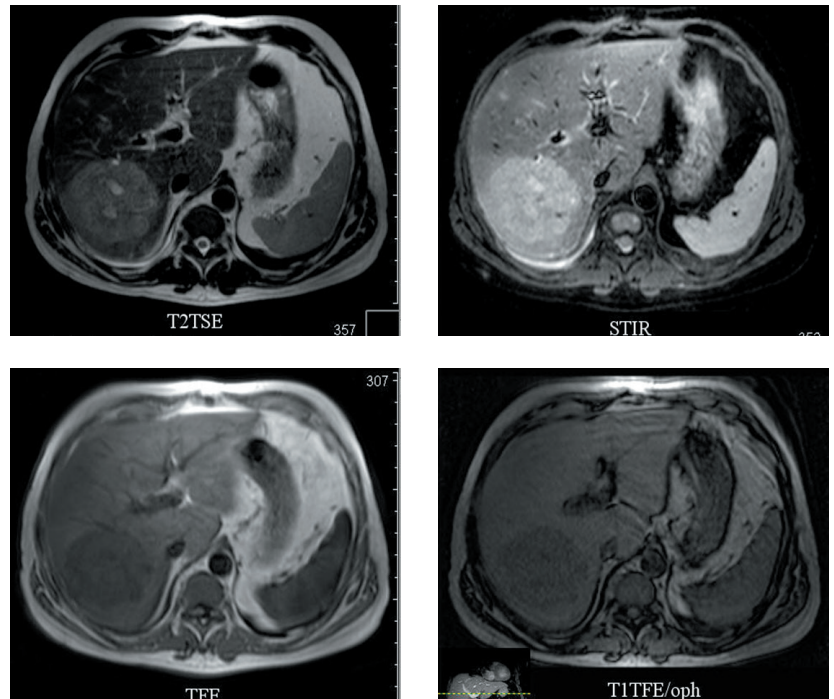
Магнитно-резонансная томография пациента 8 без контрастного усиления: в VI–VII сегментах печени визуализируется образование неоднородной структуры с неровными контурами
